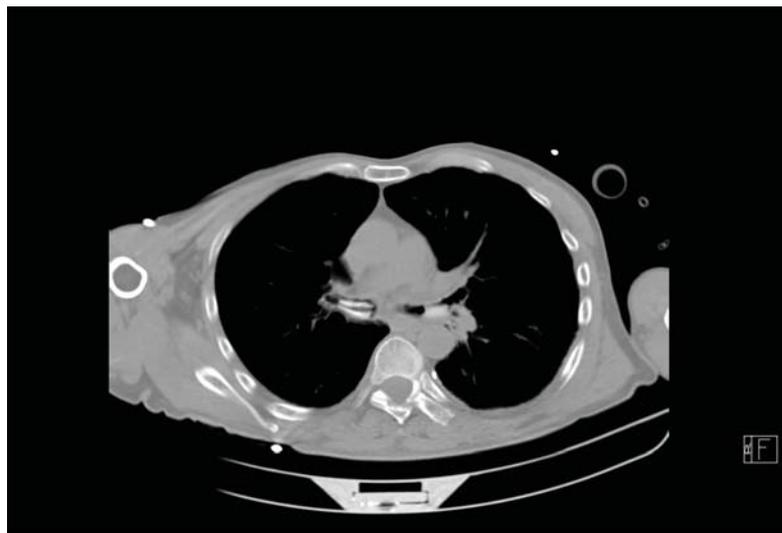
Corte de la TC torácica, se aprecia imagen hiperdensa.
